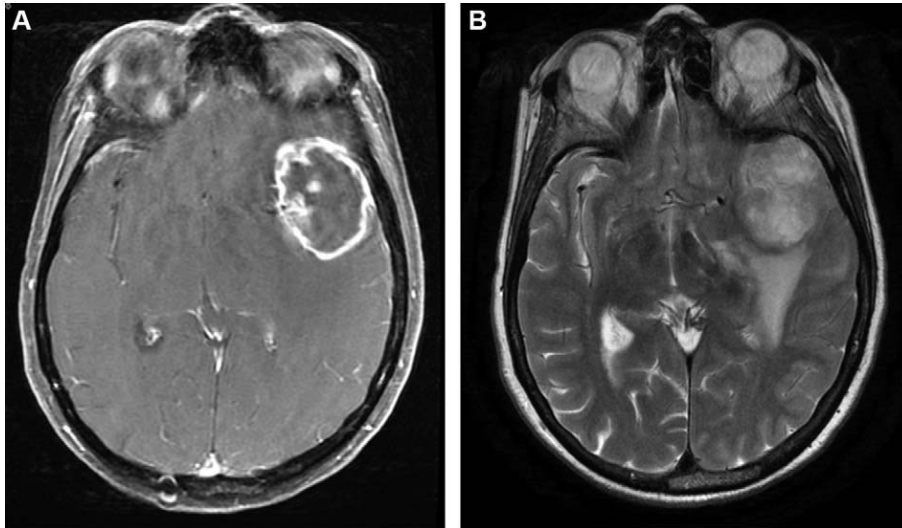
MRT-Aufnahme eines Glioblastoms. A - Kontrastmittel angereicherte, T1 gewichtete Aufnahme; B - T2 gewichtete Nativ-Aufnahme. Es zeigt sich eine frontotemporal liegende zystische Läsion mit einer typischen ringförmigen Kontrastmittelaufnahme in der T1-Wichtung. In der T2 Wichtung ist das perifokale Ödem dargestellt [1].
